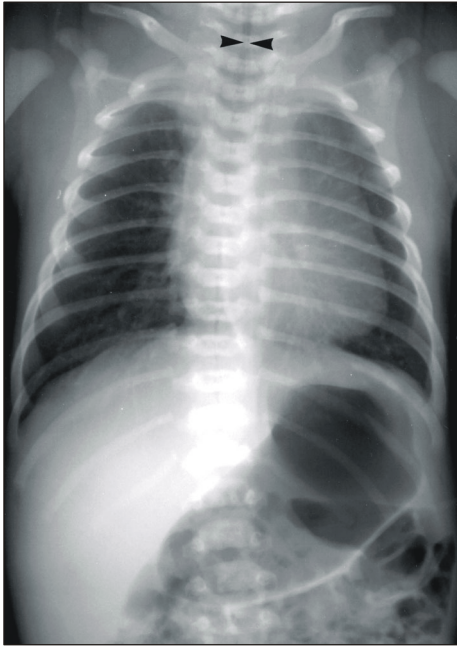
Chest X-ray including abdomen. In this patients there is a narrowed subglottic larynx, 2.2 mm in diameter.
